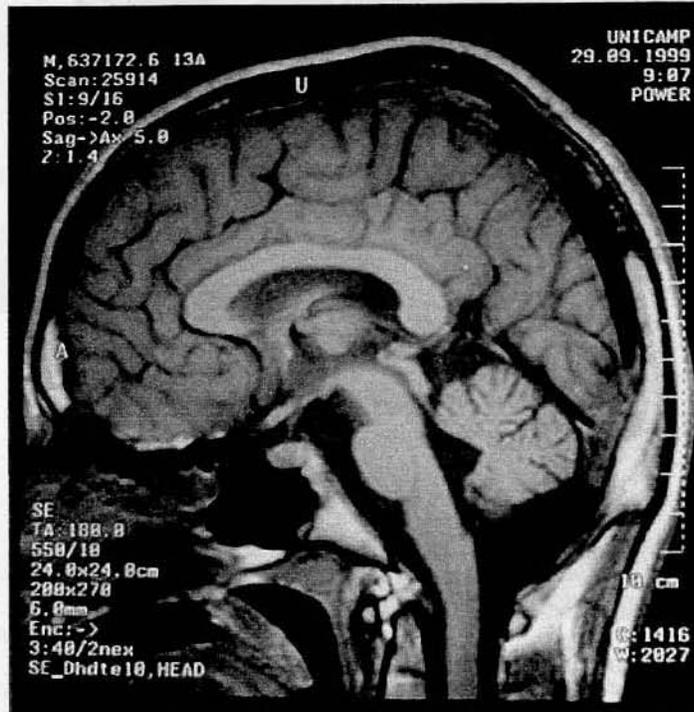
Corte sagital da ressonância magnética do indivíduo J.V.S.A. (caso 64) mostrando hipoplasia do vérmis cerebelar e corpo caloso de aspecto normal.
